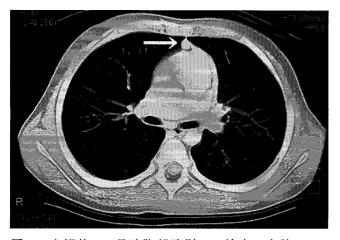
寛解後 7ヵ月時胸部造影 CT 検査:右肺 S3 に 5 mm 大の造影効果を伴う腫瘤陰影を認める (→).
